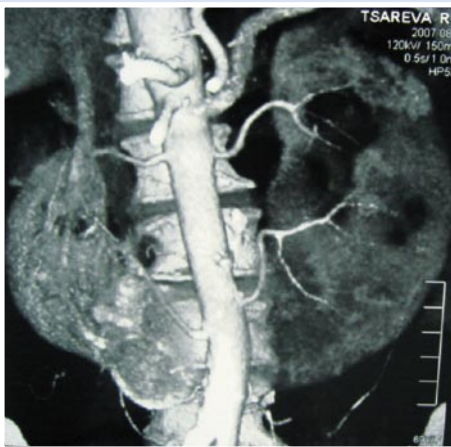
3D реконструкция МСКТ
